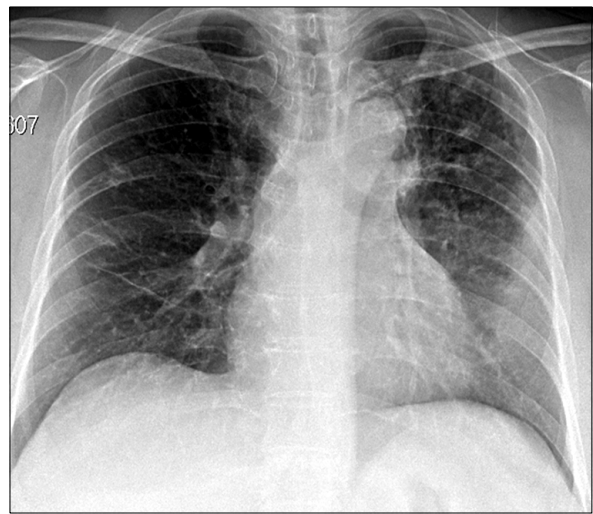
The posteroanterior (PA) chest x-ray shows left upper lung infiltration.
